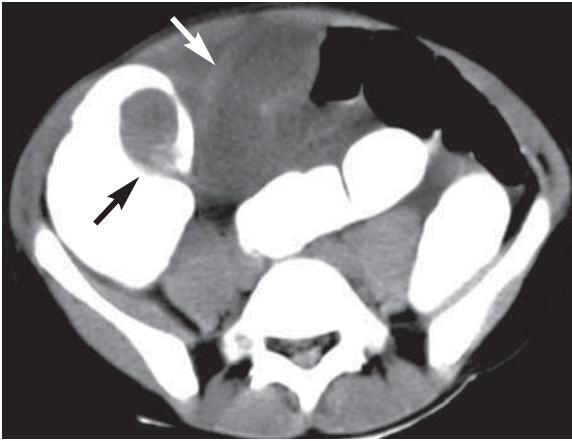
Инвагинация дивертикула Меккеля. Мягкотканная масса на ножке (*черная стрелка*) — инвагинация внутри расширенной, заполненной контрастом слепой кишки. При хирургическом вмешательстве данное образование оказалось дивертикулом Меккеля. Обратите внимание на наполненные жидкостью петли дистальных отделов тонкого кишечника (*белая стрелка*). (КТ-изображение публикуется с любезного разрешения доктора Инес Бошат, Одделение педиатрической радиологии, Кафедра радиологии, Калифорнийский университет, Лос-Анджелес, США.)
